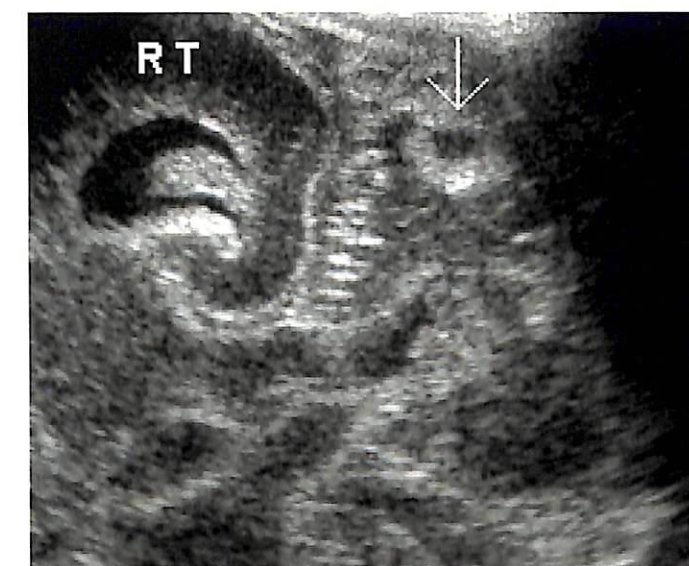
Срез через заднюю черепную ямку (корональный затылочно-мастоидальный) — нормальный мозжечок и очаговое мозжечковое кровоизлияние. (А) При УЗИ высокого разрешения в корональной плоскости при сканировании через затылочно-мастоидальный шов выявляются нормальные полушария мозжечка (с) и четвертый желудочек (стрелки). (В) Очаговое мозжечковое кровоизлияние. На корональном срезе через заднюю ямку обнаруживается небольшая кистозная область сложной структуры (стрелки) в правом полушарии мозжечка.
